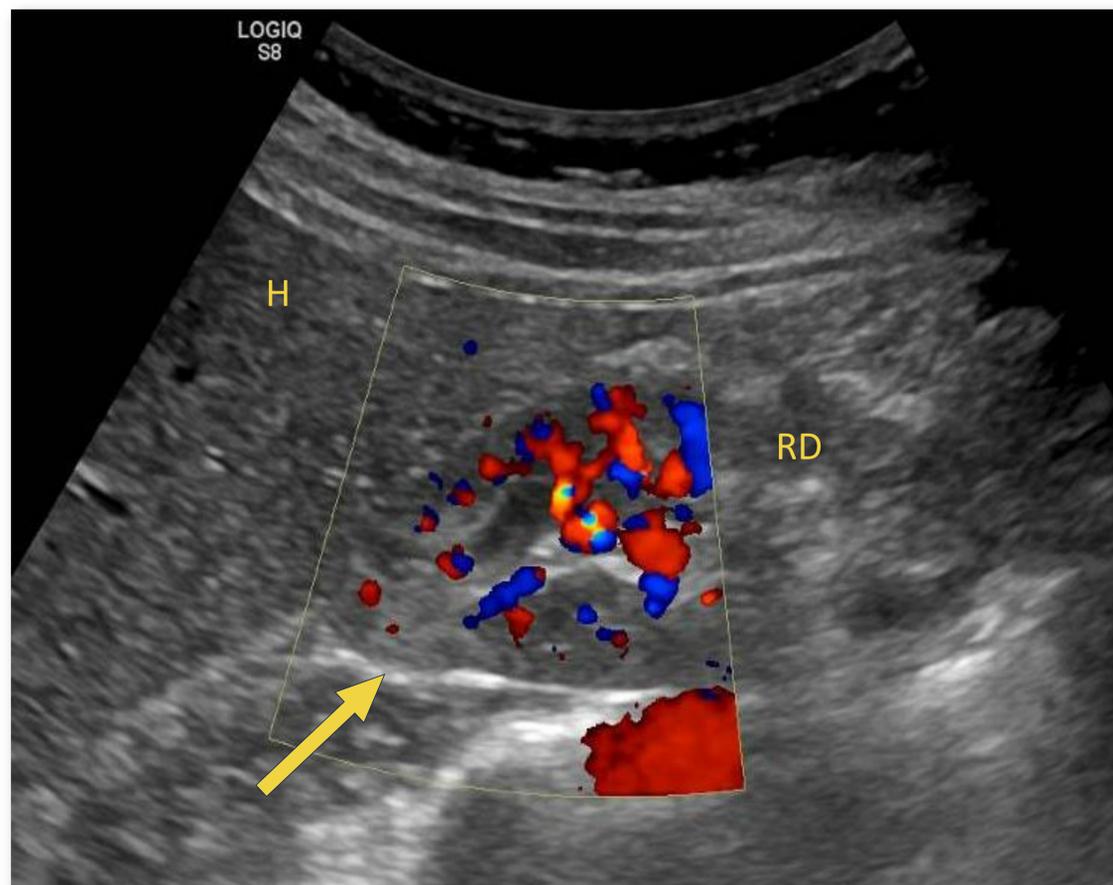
Flecha:* área pielonefritis. RD: Riñón derecho. H: Hígado. Al realizar el estudio con Doppler se puede observar el aumento de flujo perilesional.
